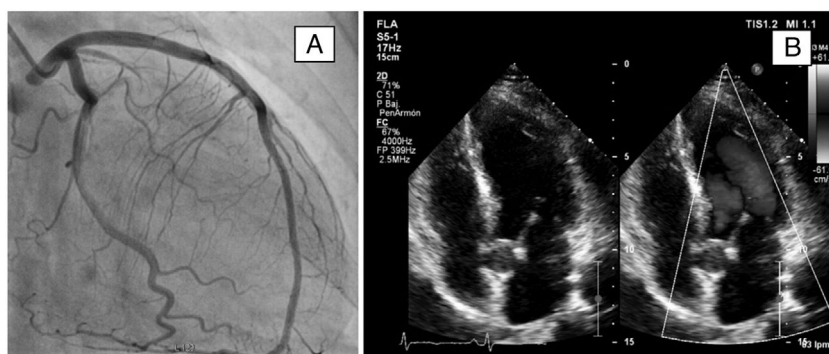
A: coronariografía sin obstrucciones. B: ecocardiografía con hipocinesia difusa leve en los segmentos medio y apical del septo.
